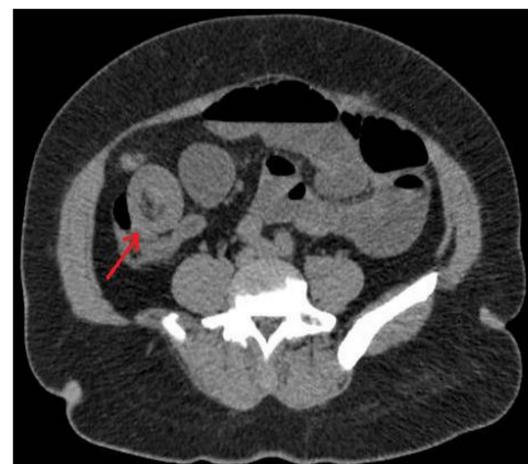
TC: lesão “em alvo” (seta).
